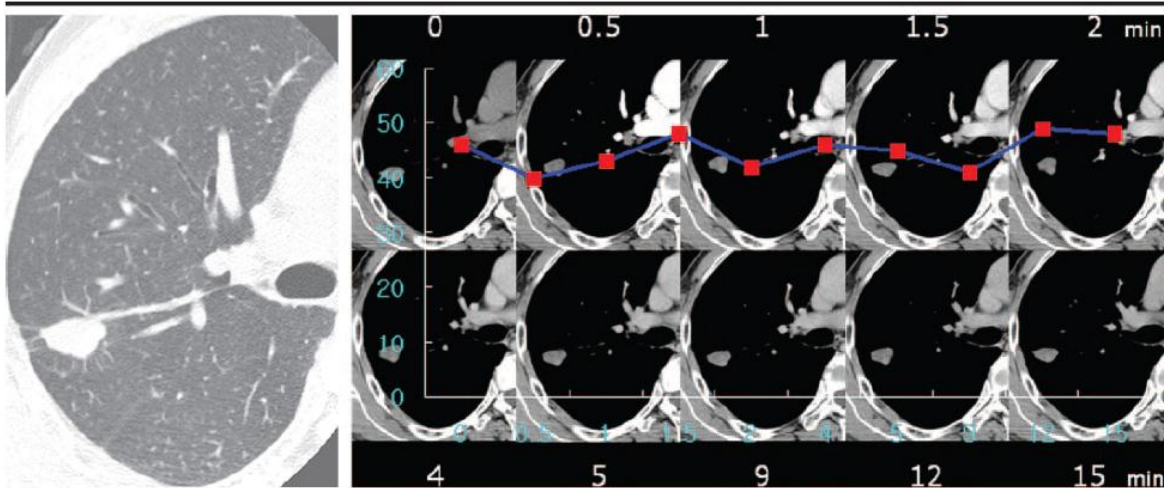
TC Dinamica; La figura muestra una TC con comportamiento al contraste tipo II “Wash in” menor de 25 UH o más, en un hombre de 58 años los cortes transversos se realizaron con 2.5 mm de colimación las imágenes seriales de TC dinámica mostraron una curva con pico de contraste de 49 UH realce neto de 3 UH y pérdida del contraste “Wash out” de 1 UH.¹²
